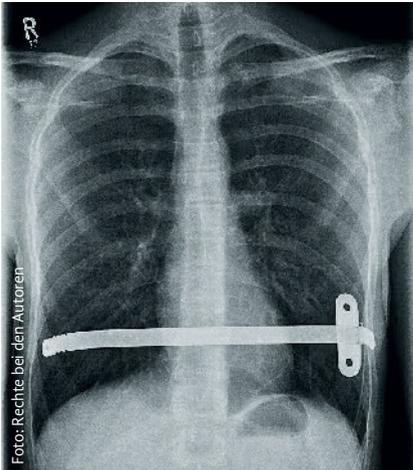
Röntgen-Thorax-Aufnahme vor Entfernung eines Nussbügels. Links thorakal sind die Stabilisatorplatte und eine Drahtcerklage erkennbar.
